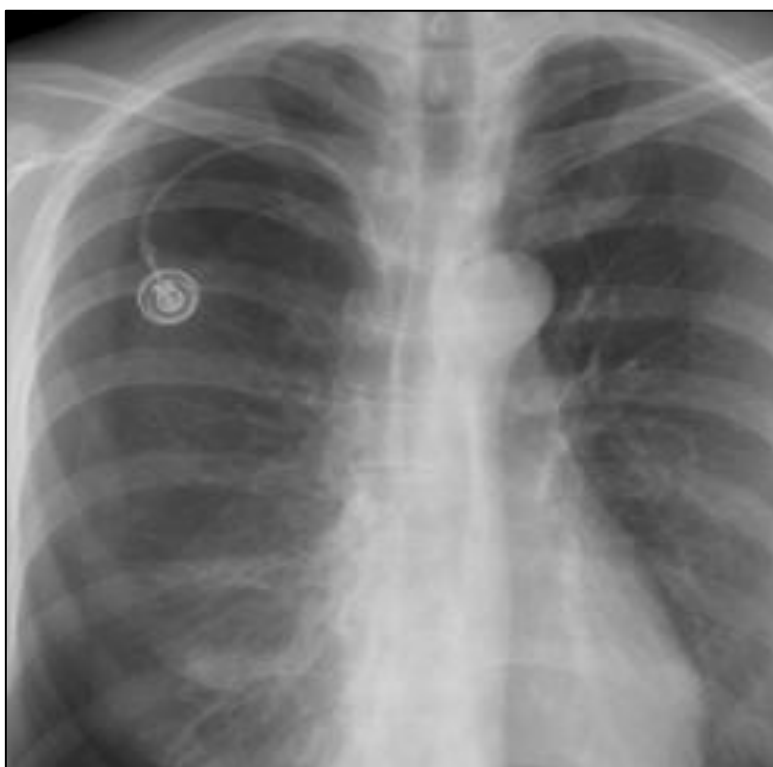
Radiographie thoracique de face montrant un pneumothorax droit secondaire à la pose de CCI.
